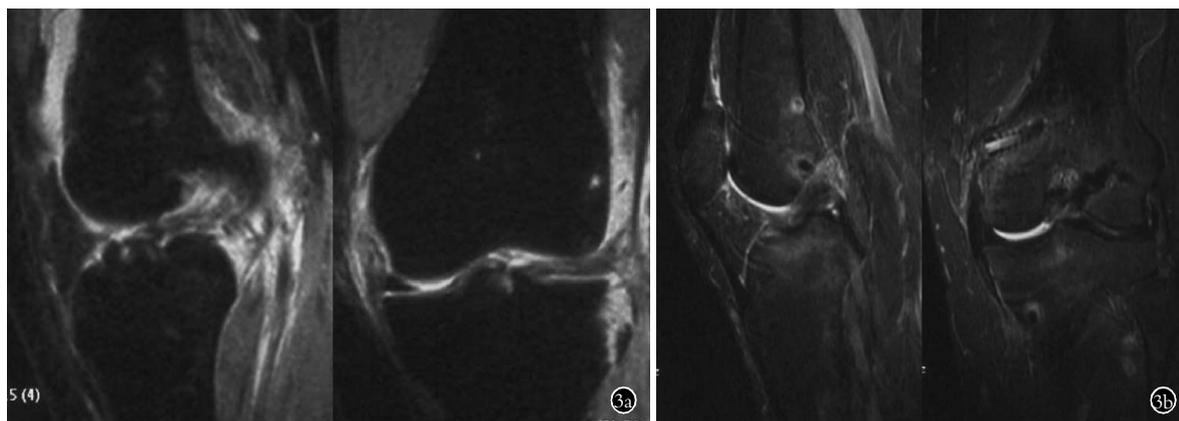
患者,女,48岁,ACL和PMC损伤 3a.术前MRI显示膝关节ACL和内侧结构损伤 3b.术后12个月复查MRI显示ACL和MCL显影良好
